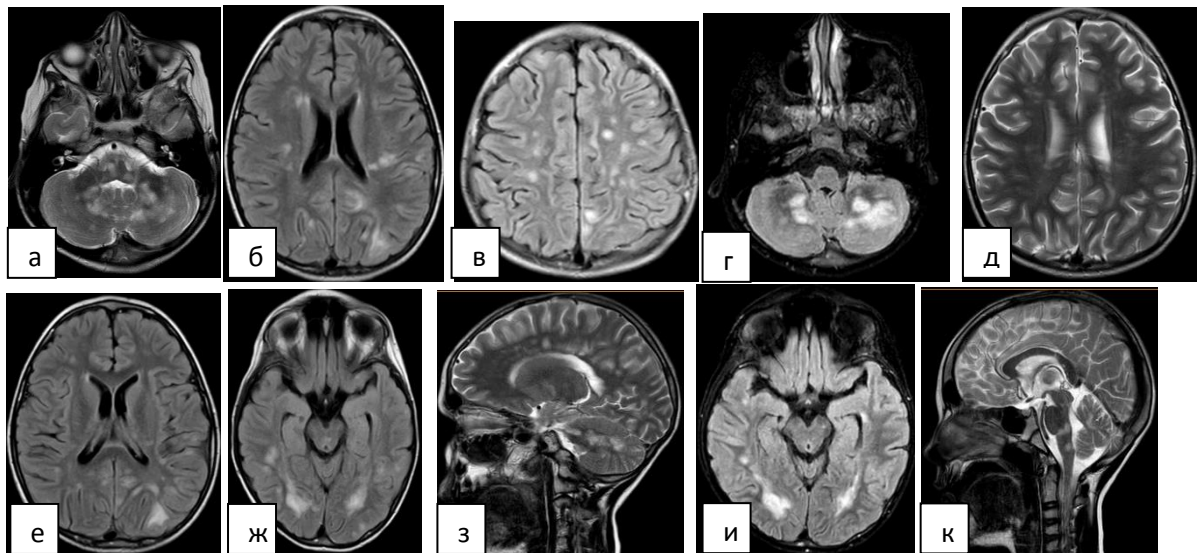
МРТ головного мозга пациента М., 11 лет, от 31.08.2016 г. (ДНКЦИБ). T1-ВИ, T2-ВИ, FLAIR-ИП
